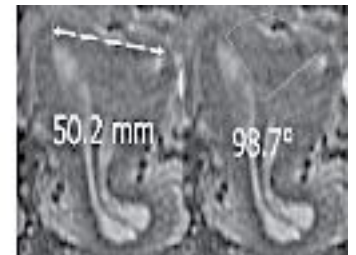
La categorización por resonancia magnética del Caso clínico # 3 es "útero bicorne con septo utero-cervico-vaginal".
